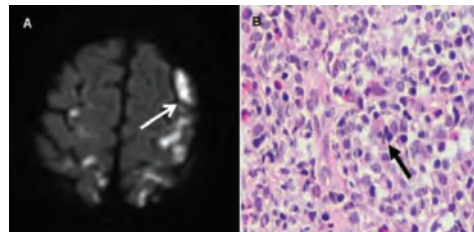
Cranial magnetic resonance imaging: Early lacunar infarcts in both cerebral hemispheres (A). A lymph node trucut biopsy showed atypical heterogeneous lymphoid proliferation admixed with eosinophilic infiltration (B).
